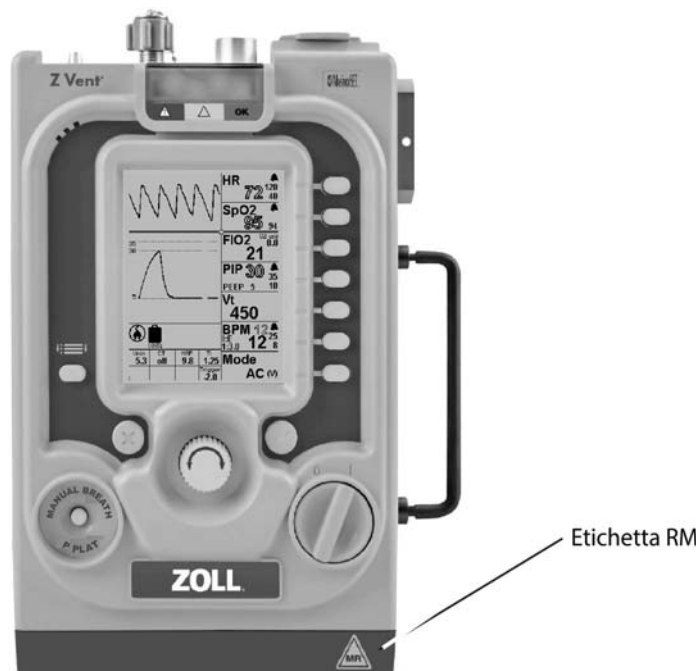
Etichetta RMN per ventilatore Z Vent
